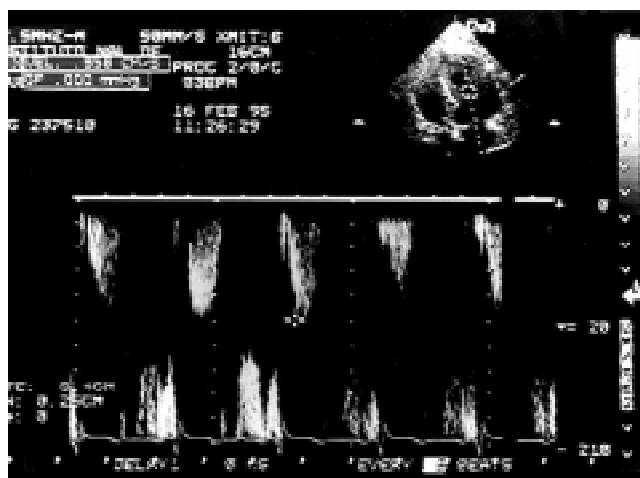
Eco-Doppler apical a nivel subaórtico posterior a la colocación del marcapaso bicameral, en el que ya no se observa el gradiente subaórtico.
